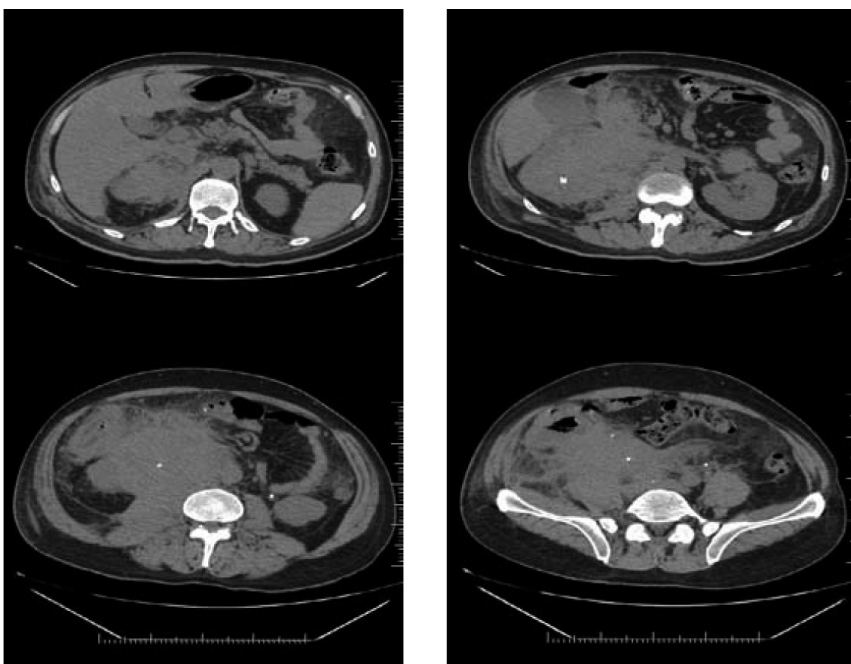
На серии КТ отмечается массивная пролиферация лимфоидной ткани забрюшинного пространства, полости таза и подвздошной области справа, а также солидное мягкотканное образование периренального пространства слева
